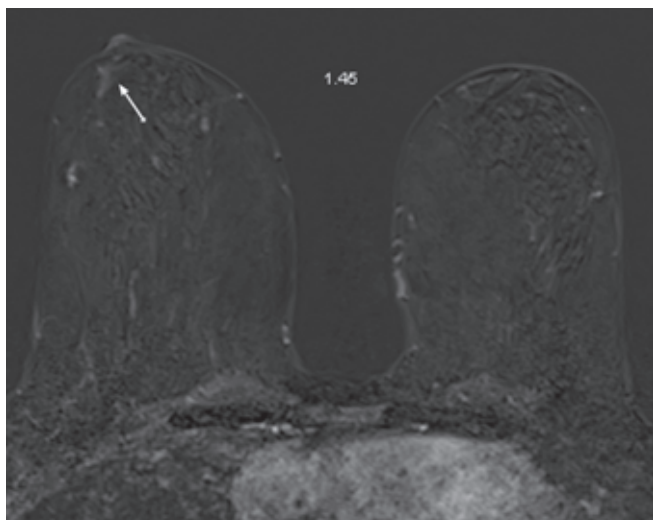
MRI-Mammografie mit minimaler Veränderung, Schwester 1
